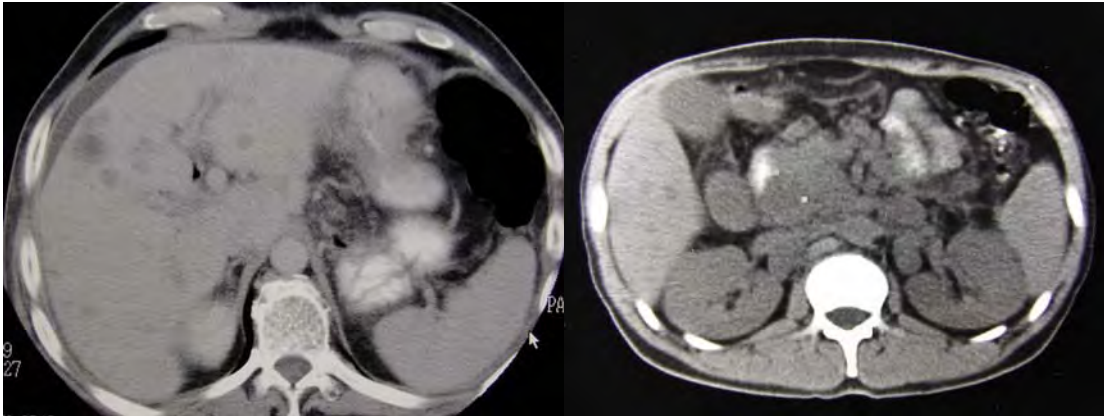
Tomografía computada de una paciente de 75 años de edad la cual revela la presencia de líquido de ascitis y varias imágenes esféricas de menor densidad secundarias a metástasis hepáticas. La fig.6 nos muestra una gran tumoración de cabeza de páncreas de 5-6 cm de diámetro que está condicionando infiltración irregular y estenosis duodenal, datos que nos indican irresecabilidad de cáncer de páncreas.
